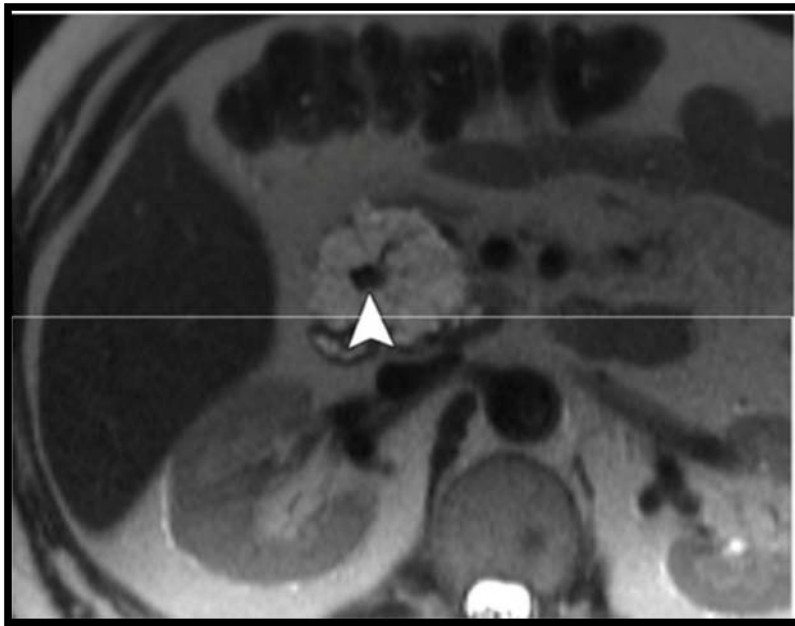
image d'IRM en coupe axiale montrant un cystadénome séreux avec une cicatrice centrale (calcification) visible [72]
